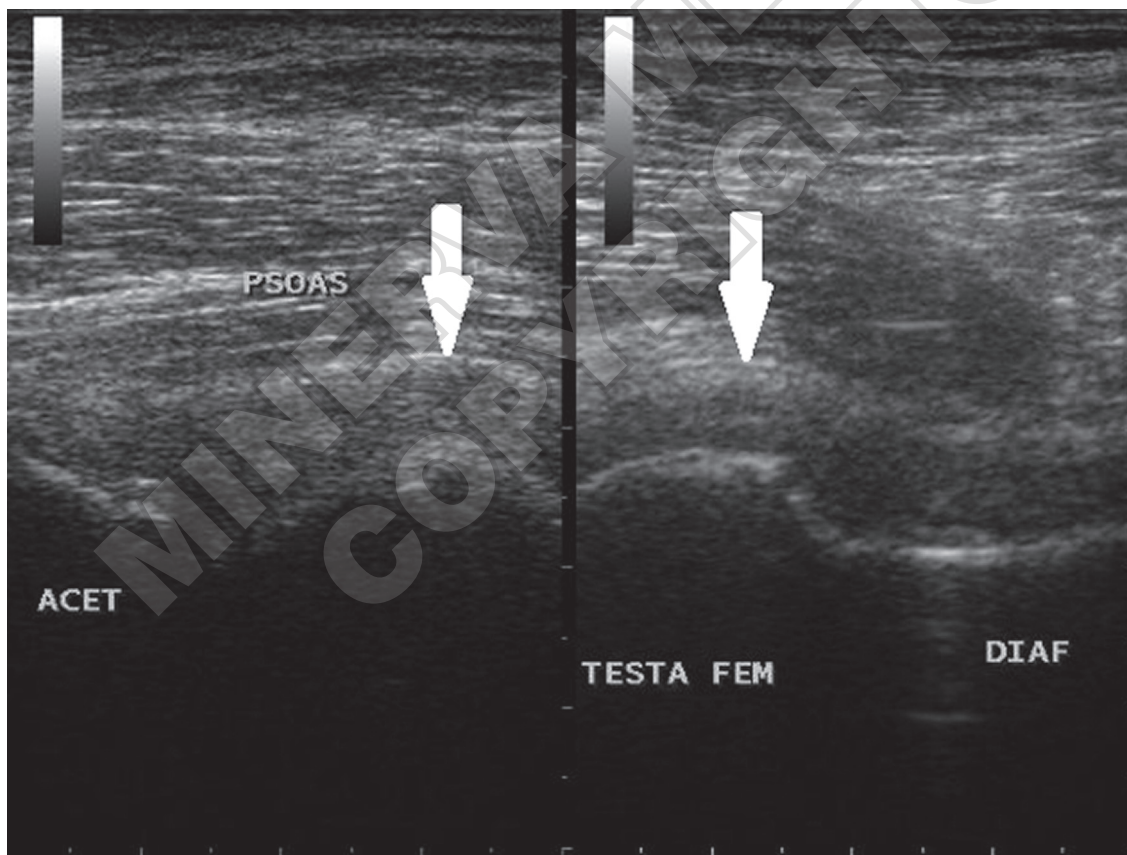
Anterior sonogram of the hip joint showing corpuscular fluid effusion distending the joint capsule (arrows).
